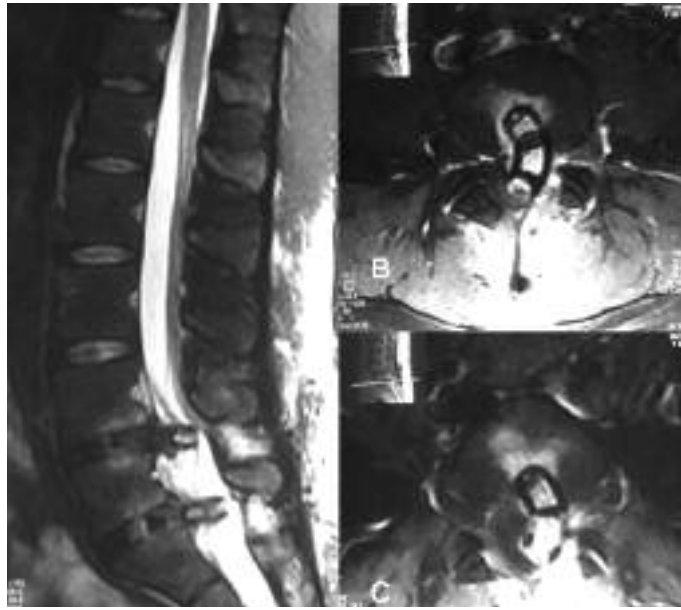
Lumbar MRI of the patient obtained when after PLIF, demonstrating dislocation and migration of the both cages posteriorly obliterating the spinal canal. a. sagittal T2-weighted image, b. axial T2-weighted image of L4-5 intervertebral space, and c. axial T2-weighted image of L5-S1 intervertebral space.
